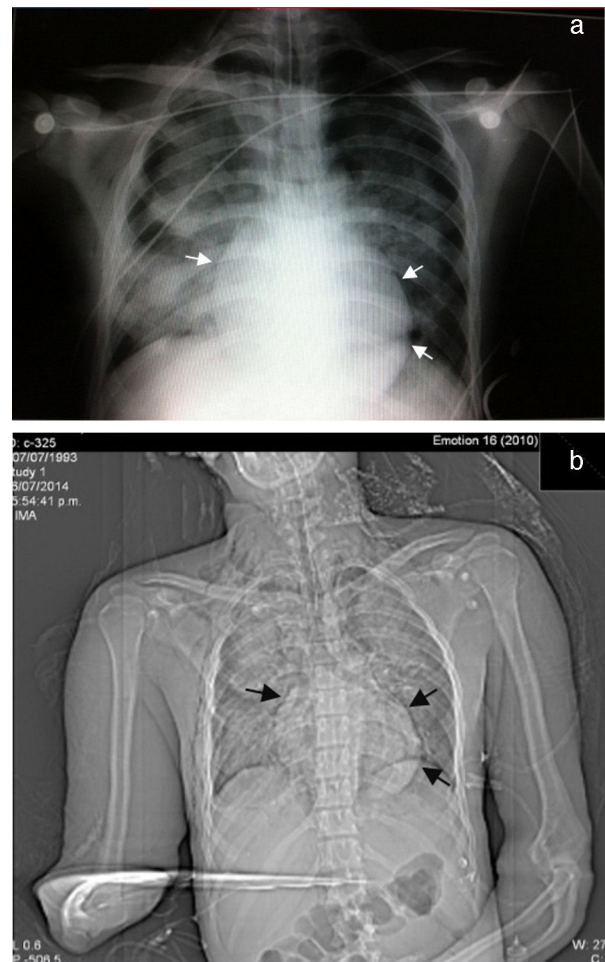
(a y b) Radiografía de tórax. Se observan amplias zonas de consolidación del parénquima pulmonar, observando adyacente al margen cardiaco una tenue línea radiolúcida que corresponde a neumopericardio.
